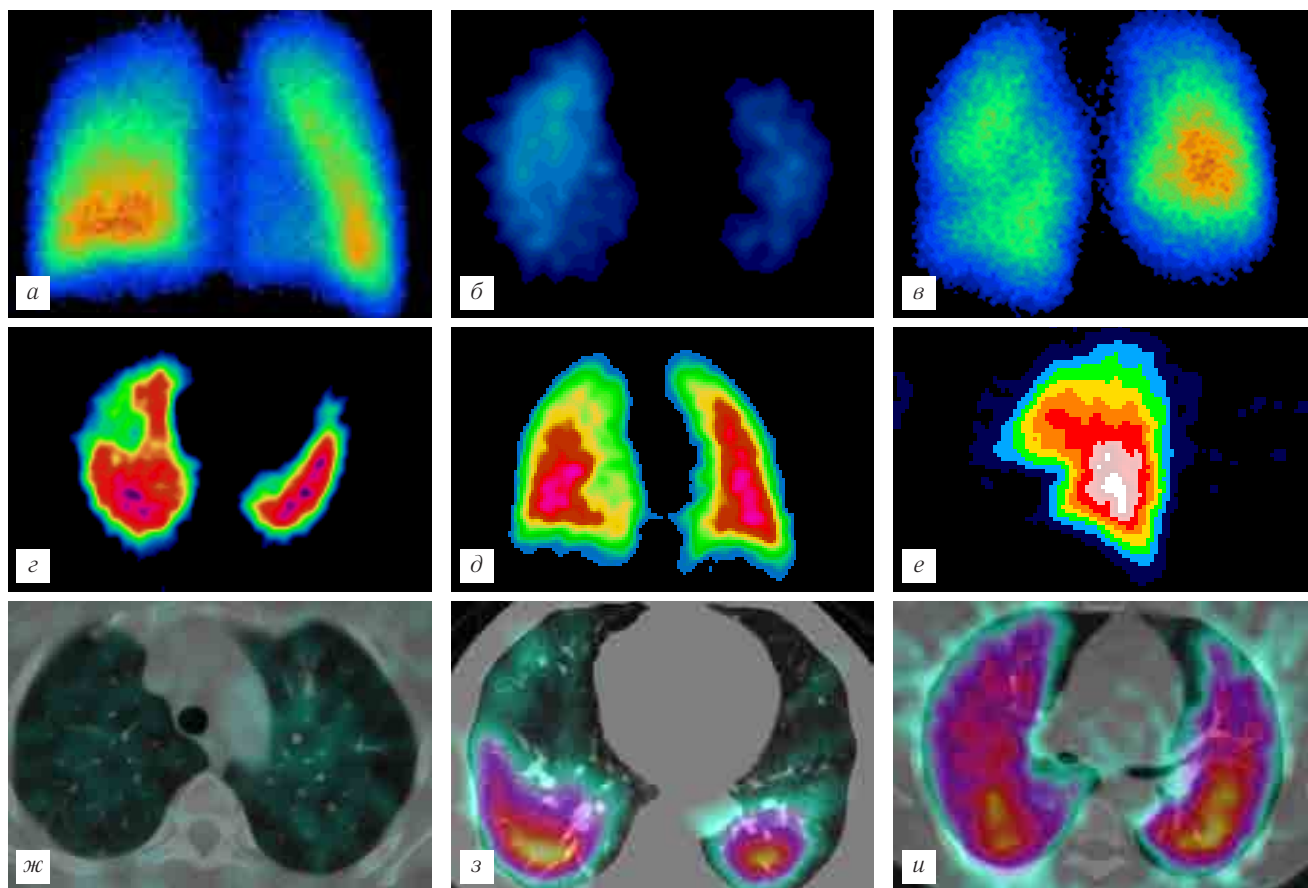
Сцинтиграфические признаки ревматоидного артрита в начальной стадии: *а* — ОФЭКТ легких, на сцинтиграмме определяется снижение перфузии в плещевом отделе верхних долей; *б* — ОФЭКТ легких, на сцинтиграмме значительное снижение перфузии в проекции верхней доли; *в* — ОФЭКТ легких, на сцинтиграмме определяются диффузные нарушения микроциркуляции, снижение перфузии по задней медиастинальной поверхности легких, локальный дефект перфузии неправильной формы; *г* — ОФЭКТ легких, на сцинтиграмме дефект перфузии треугольной формы, в проекции средней доли; *д* — ОФЭКТ легких, на сцинтиграмме снижение перфузии по задней медиастинальной поверхности легких (проявление васкулита); *е* — ОФЭКТ легких, на сцинтиграмме дефект перфузии треугольной формы; *ж* — ОФЭКТ/МСКТ, нарушения микроциркуляции, расположенные в верхних отделах, совпадающие с зонами повышения воздушности легочной ткани; *з* — ОФЭКТ/МСКТ, нарушения микроциркуляции в наддиафрагмальном отделе легких; *и* — ОФЭКТ/МСКТ, нарушения микроциркуляции, совпадающие с участками альвеолярной инфильтрации и фиброзными изменениями тяжистого характера и проявлениями терминального бронхита.
